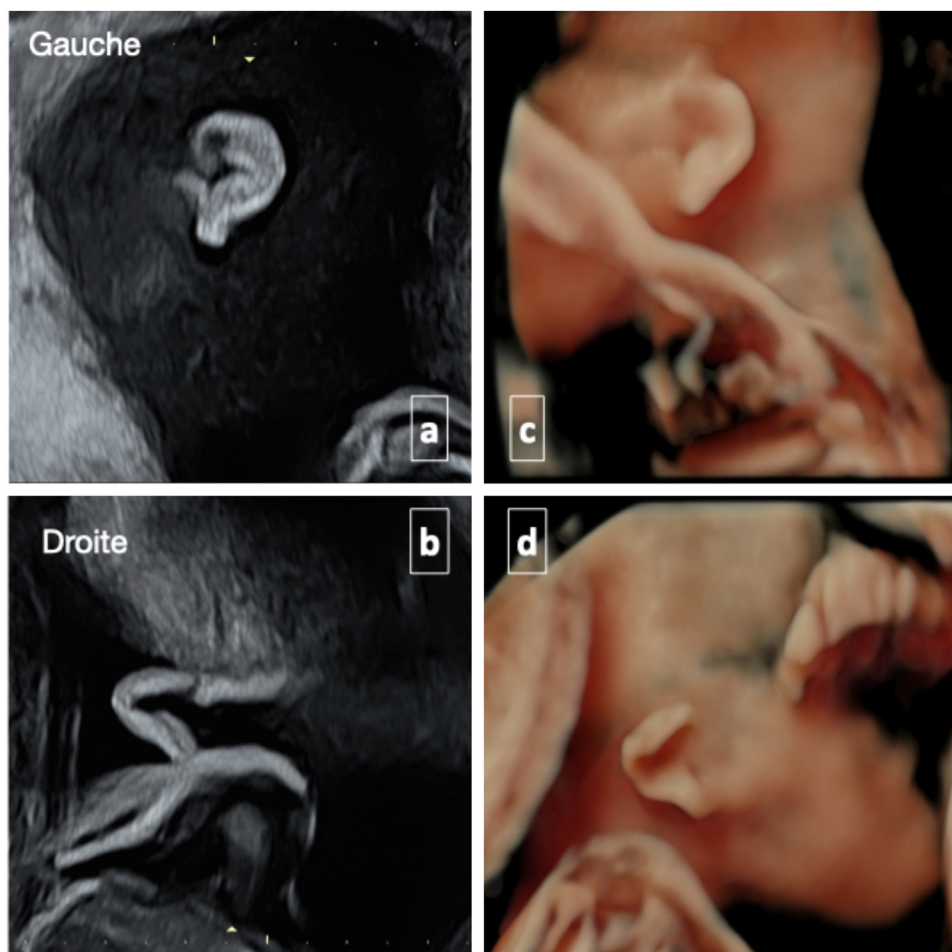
Asymétrie des oreilles découvert lors d'une échographie de dépistage à 23 SA avec rendu en 2D (a et b) et 3D surfacique (c et d). L'oreille droite semble en effet présenter un repli de l'hélix pouvant conférer à tort à une impression d'oreille droite basse implantée.
